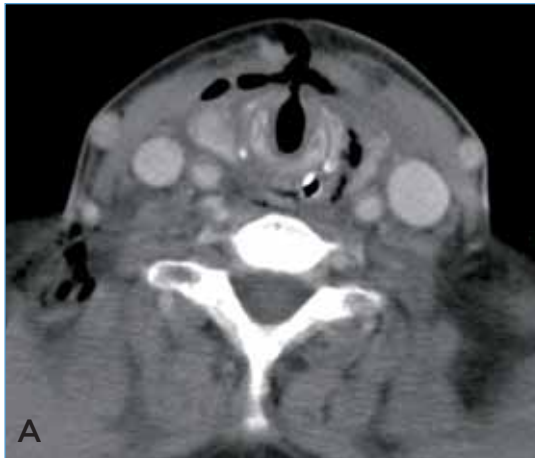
CT-scan van de hals, transversale coupe (3a) en sagittale coupe (3b) bij patiënt uit *casus 1* met oedemateuze wekedelenzwelling in de retrofaryngeale en prevertebrale ruimte met pus en enkele luchtcollecties. Opvallend is de slanke larynxingang.
